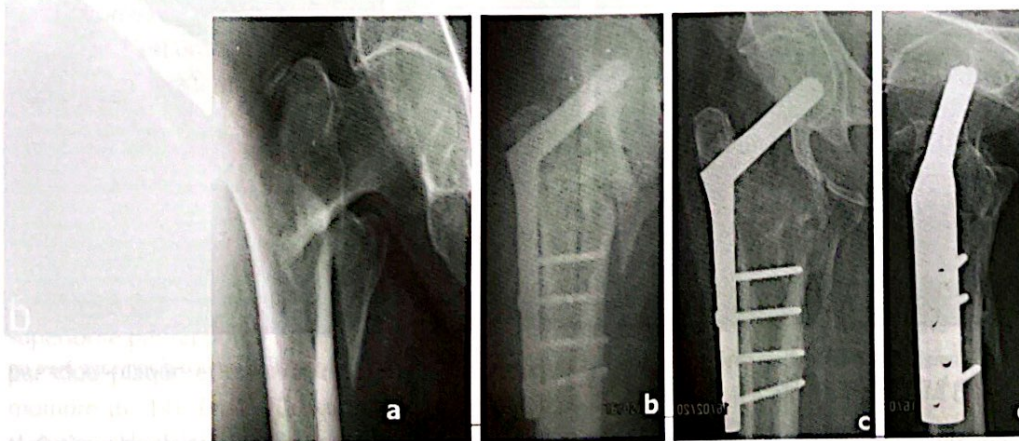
Femme âgée de 67 ans aux ATCDS d'HTA avec une ostéoporose a) Fracture type 5 de Ender (A2-2 de l'AO), b) Coaptation cervico-diaphysaire, c, d) Aspect radiographique au dernier recul à 2 ans 4 mois post-opératoire Consolidation de la fracture et du grand trochanter
